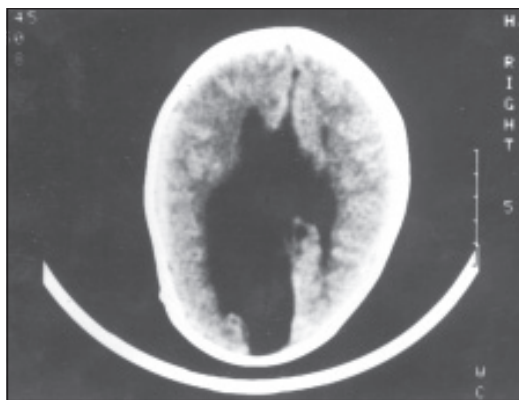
Компьютерная томограмма головного мозга. Врожденная киста мозга срединной локализации. Генерализованные тонические судороги
